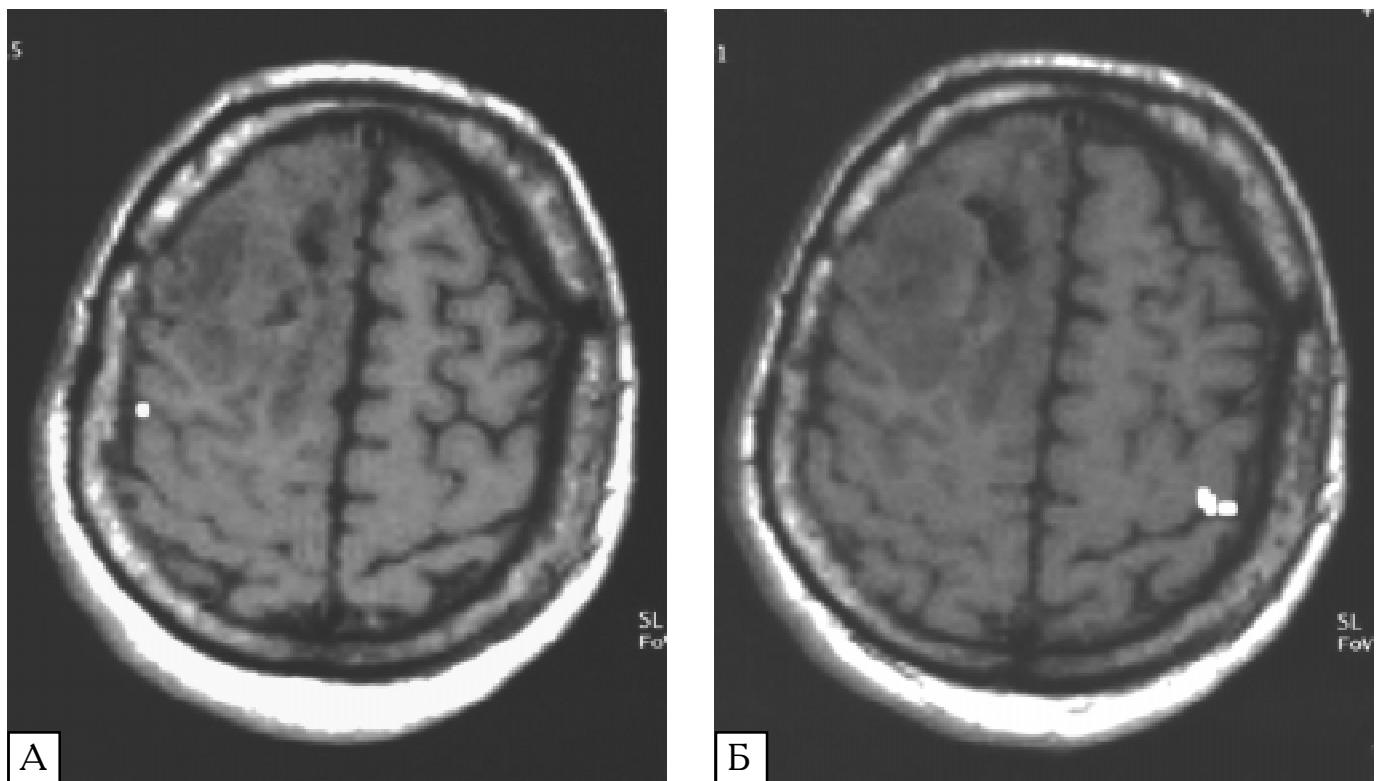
Функціональна МРТ хворого з олігодендроастроцитомою III ступеня зложісності значних розмірів. Зниження активації в сенсомоторній ділянці ураженої півкулі. А — зона активації в ураженій півкулі. Б — зона активації у контралатеральній півкулі.
